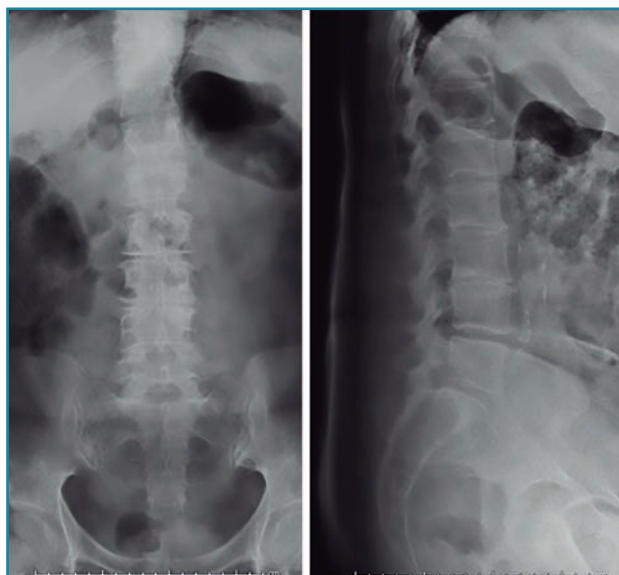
Radiografías iniciales con severa discopatía L2/L3 y discopatía L3/L4.
